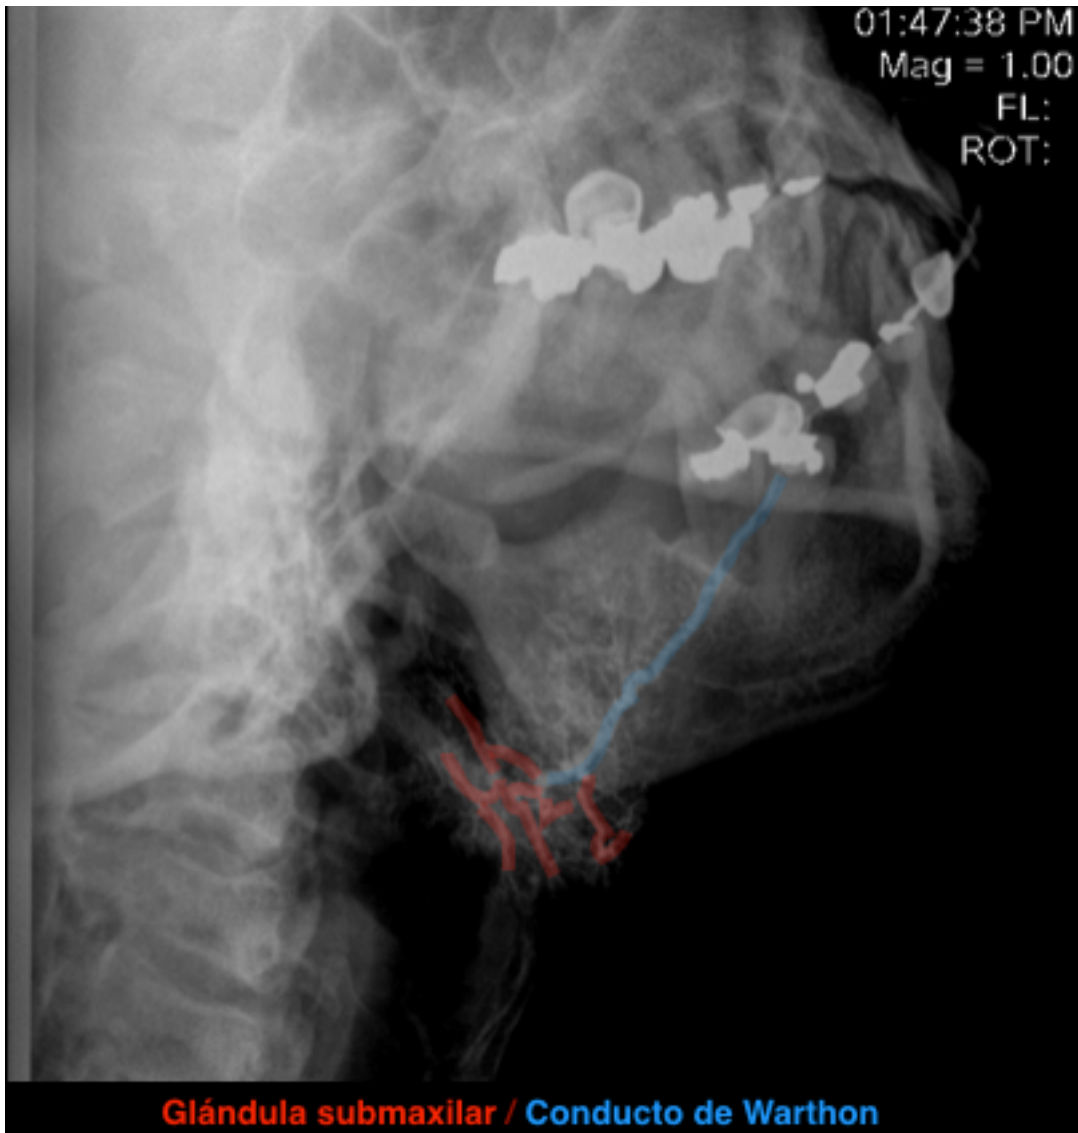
Radiografía lateral oblicua derecha ejemplificando el conducto de Warthon (azul) y glándula submaxilar (rojo)
